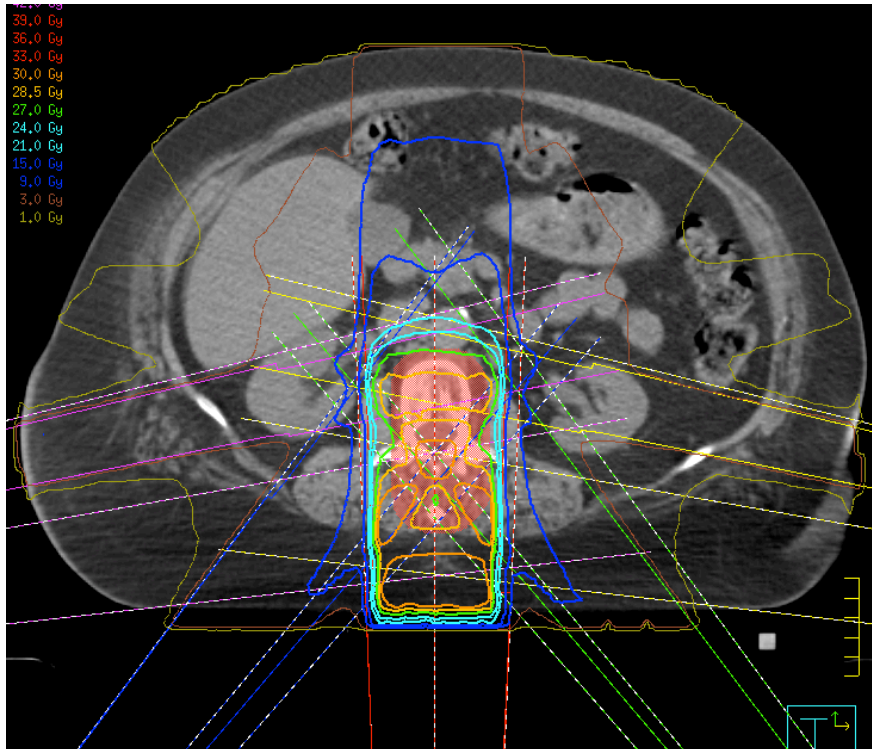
beispielhafte Dosisverteilung der 1F4S6-Technik im transversalen CT-Schnittbild. Die mit blauen und grünen Linien dargestellten segmentierten Felder aus 140° und 220° erfassen in etwa die vorderen beiden Drittel, die mit pinken und gelben Linien dargestellten Segmentfelder aus 100° und 260° in etwa das vordere Drittel des PTV.
